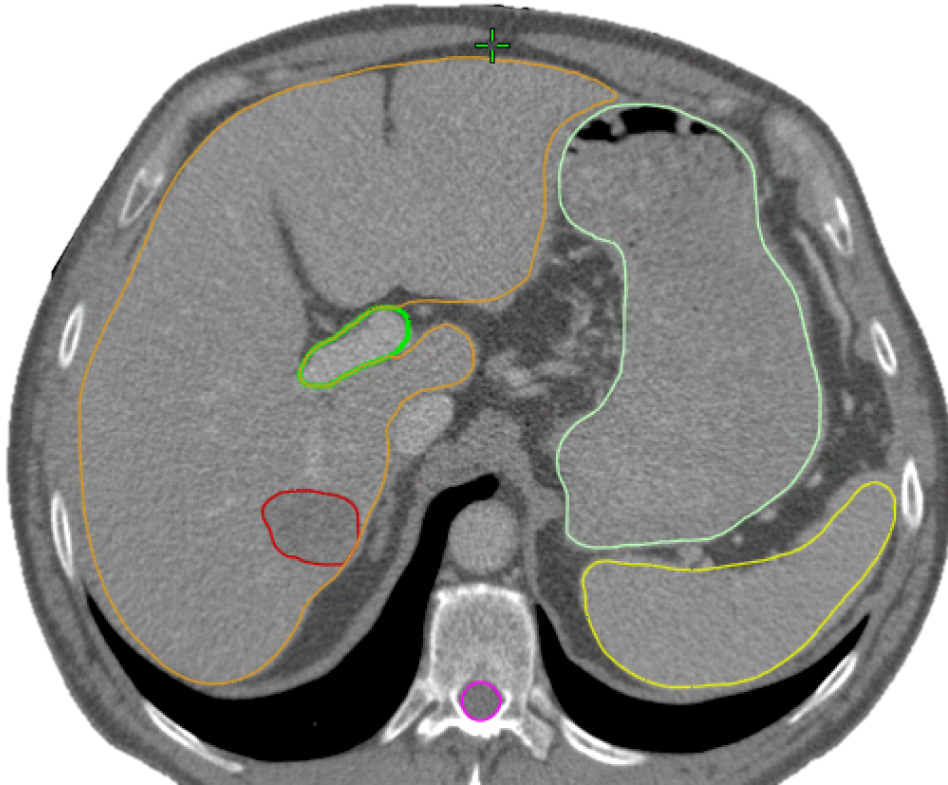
CT- Scan mit Abbildung der Risikoorganen (orange = Leber, grün = Leberpforte, hellblau = Magen, gelb = Milz, lilla = Rückenmark) und der Lebermetastase (rot). Eigene Darstellung mit Verwendung von Planungsbilder.
